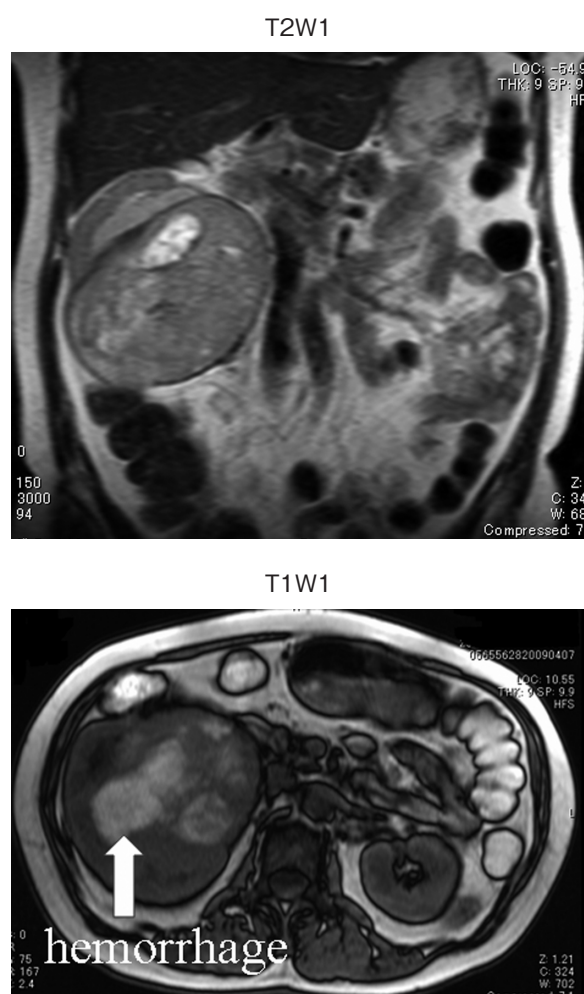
MRI coronal image on T2WI shows the large mass with higher intensity than renal parenchyma in the right kidney. MRI axial image on T1WI shows that the inside of the mass has high intensity consistent to hemorrhage.
